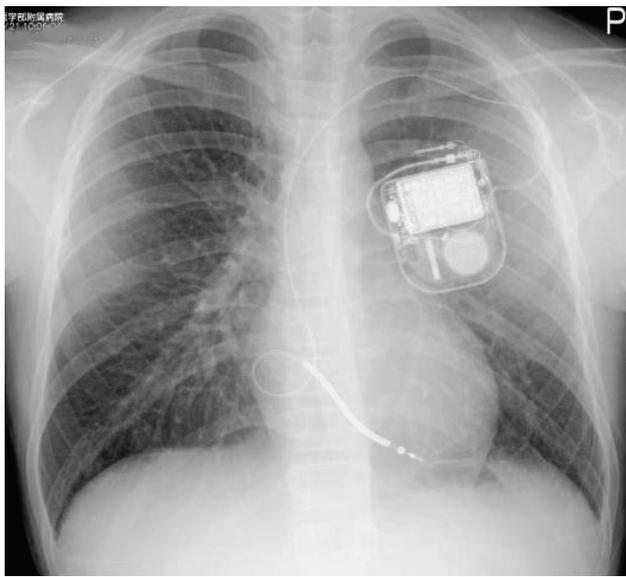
Posteroanterior chest X-ray view just after the operation of implantable cardioverter defibrillator. The defibrillator lead is performed a loop formation within the right atrium (RA loop).
